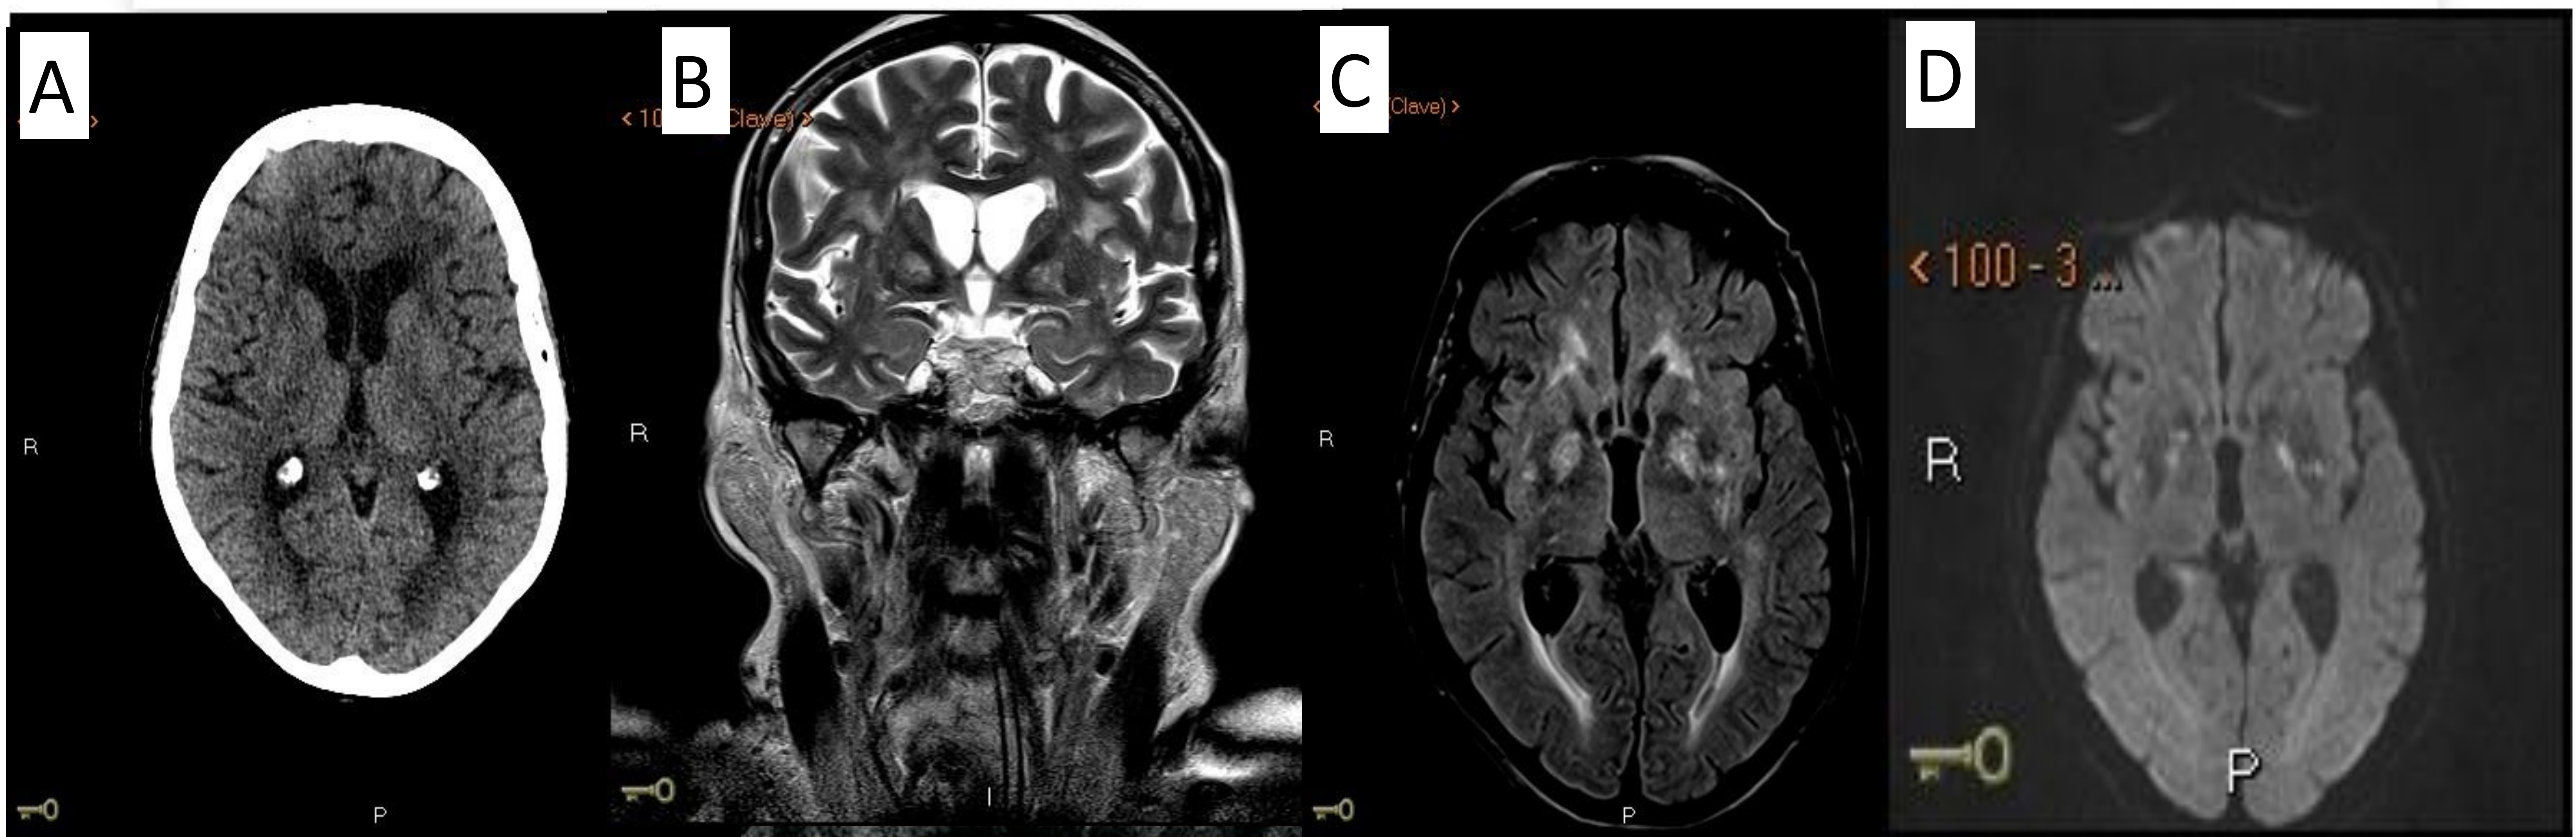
TC de cráneo sin contraste (A). RM de cráneo potenciada en T2, plano coronal (B). RM craneal axial secuencia FLAIR (C) así como difusión (D).
